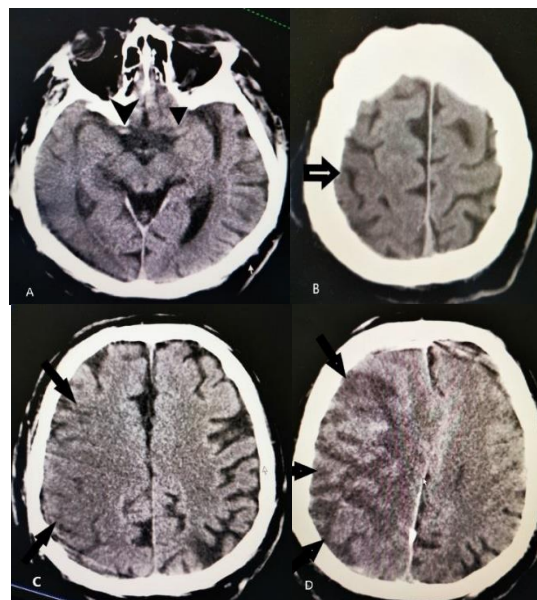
Представлены томограммы в аксиальной плотности пациента К., 1977 г.р., выполненные через 4,5 часа (изображения А, В, С) от начала проявления клинических признаков ОНМК и через 24 часа (изображение D) от начала проявления клинических признаков; на изображении А стрелками указаны среднемозговые артерии, СМА справа гиперденсна относительно левой СМА за счет тромбоза; на изображении В стрелкой указана область головного мозга, на которой имеется снижение дифференциации границ серого и белого вещества головного мозга; на изображении С стрелками указана область головного мозга, на которой имеется сглаженность борозд полушарий головного мозга и снижение дифференциации границ серого и белого вещества; на изображении D представлена четко дифференцируемая область ишемического инфаркта головного мозга с участками вторичного геморрагического пропитывания вещества мозга и наличием дислокации срединных структур.
